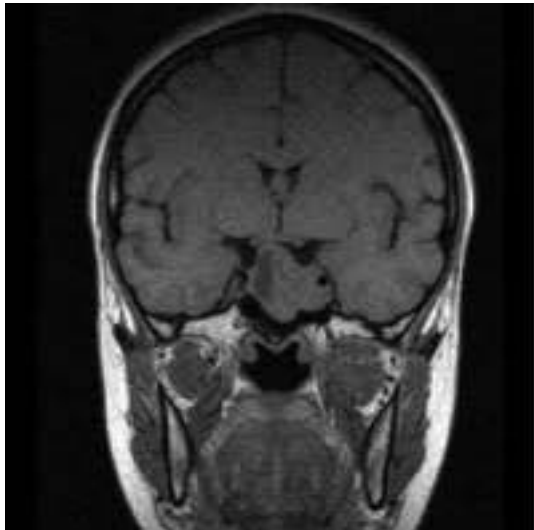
Макроаденома гипофиза, с инфраселлярным распространением МРТ головного мозга, на T1-W
